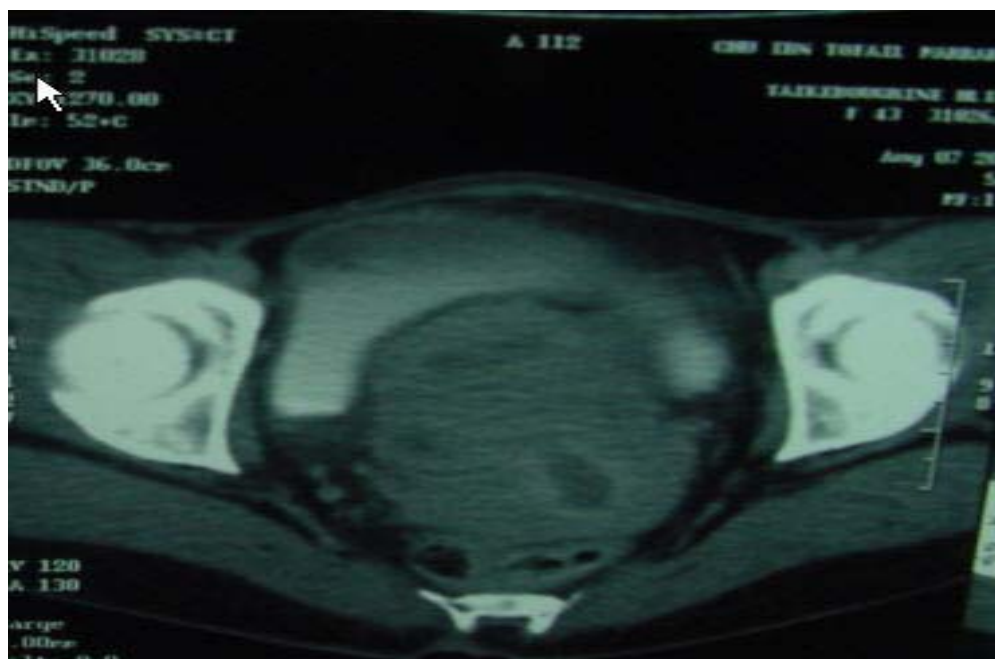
TDM montrant masse tumorale ovarienne mixte infiltrant localement et envahissant l'utérus.
